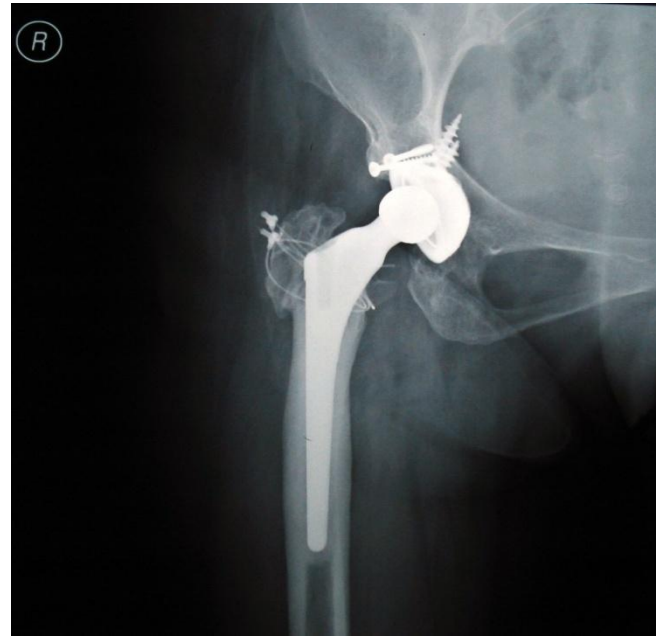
Preop AP Sağ Kalça Grafisi
